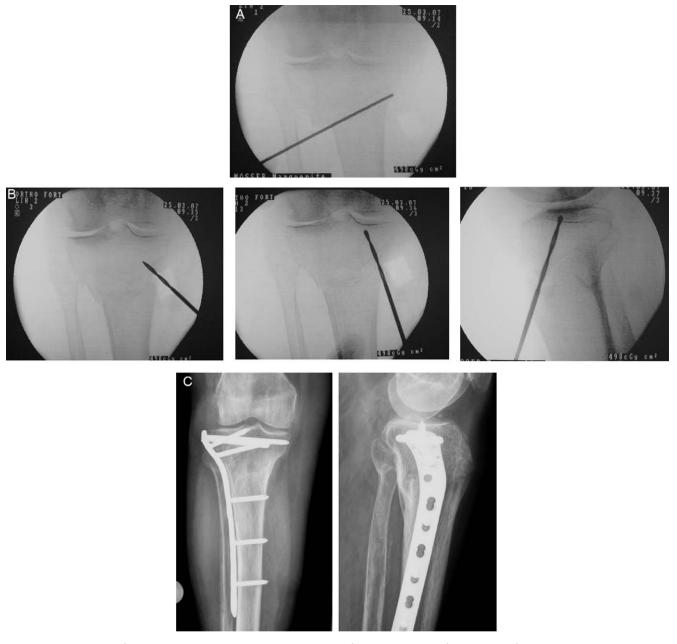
Fracture métaphysaire proximale du tibia droit. A. Clichés scopiques peropératoires, repérage du trait de fracture avec déplacement en translation important. B. Contrôle et réduction de la fracture par un brochage temporaire intrafocal, permettant par une manœuvre de levier la réduction du déplacement. C. Contrôle radiographique à consolidation de la fracture : face et profil. Notez le caractère divergent des vis proximales.
